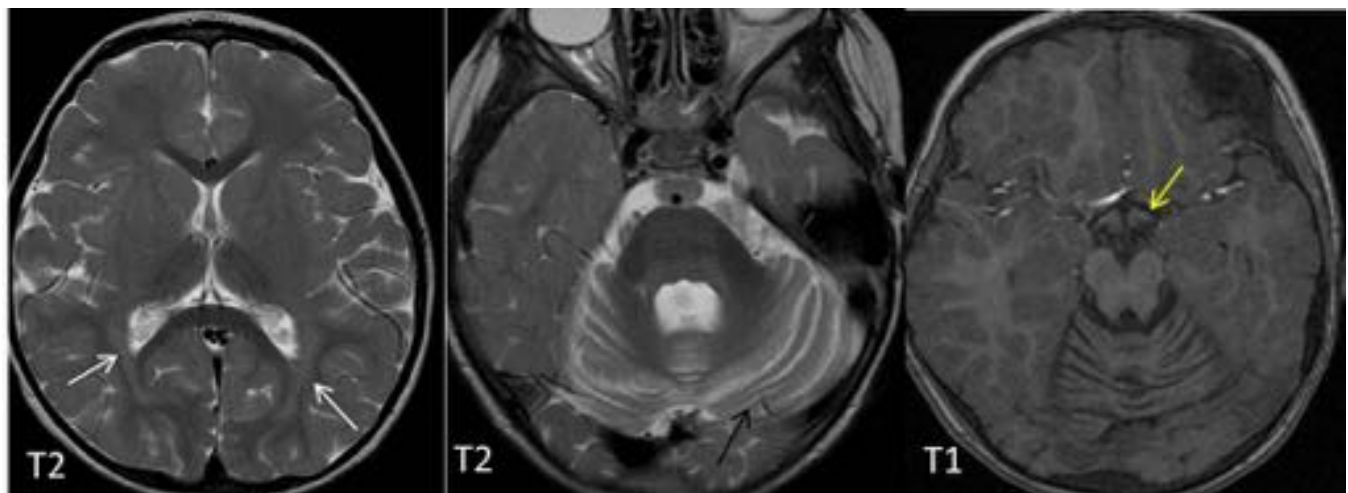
RM de cráneo con secuencias potenciadas en T2 y T1 donde se aprecia severa atrofia cerebelosa manifestada como ensanchamiento de folias cerebelosas, (flecha negra) y ensanchamiento del cuarto ventrículo y cisternas basales. Las vías ópticas son de calibre reducido (flecha amarilla). En secuencias potenciadas en T2 se observa discreta hiperintensidad de la sustancia blanca (flechas) en relación con hipomielinización asociada. El diagnóstico fue de distrofia neuroaxonal infantil.
